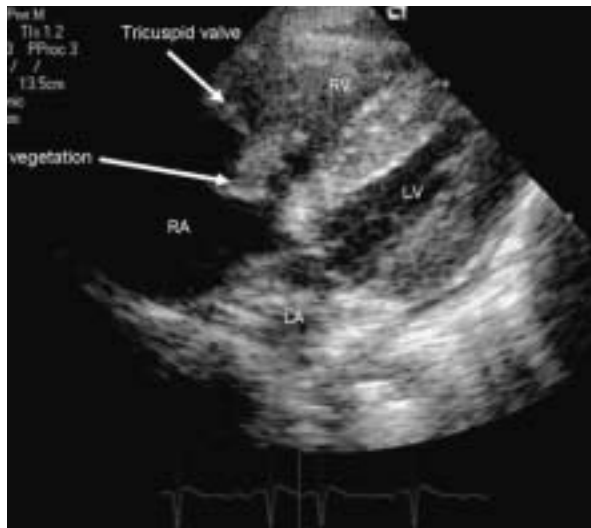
Transthoracic echocardiogram (four-chamber view) showing the tricuspid valve with vegetation
